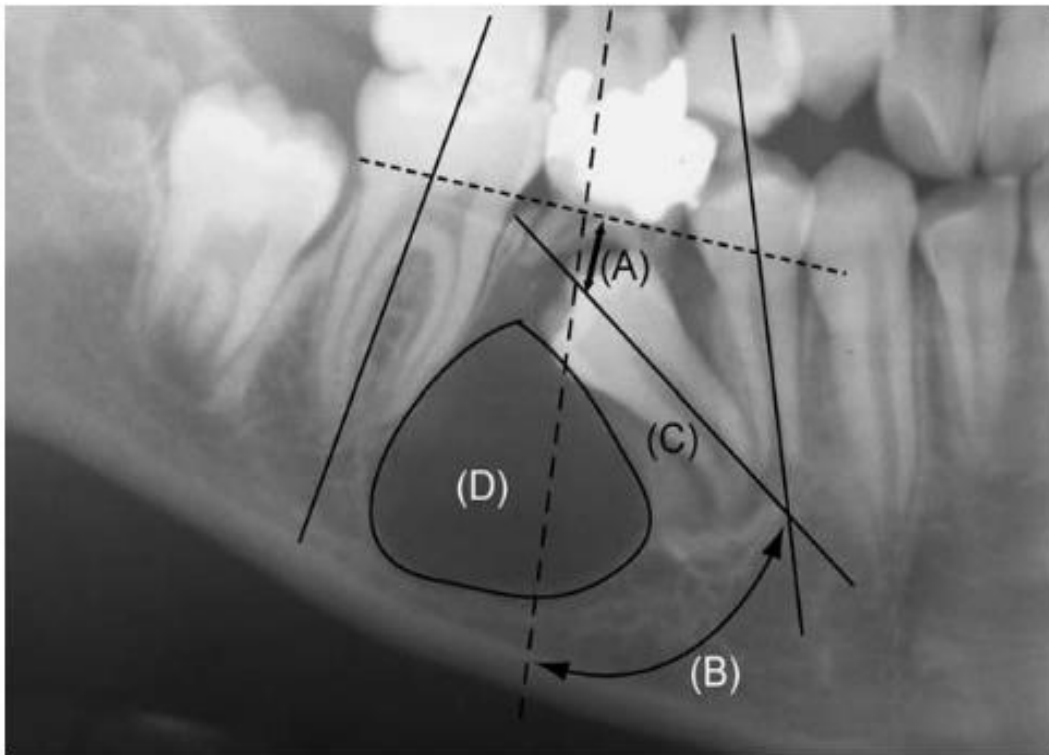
Les différentes mesures à effectuer sur la radiographie panoramique avant la décompression kystique. (A) : profondeur d'inclusion, (B) : angle d'inclinaison, (C) : stade de formation radiculaire, (D) : volume lésion kystique [17].
